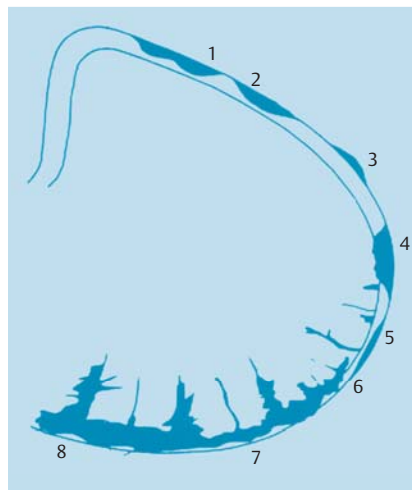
Beispiele für pleurale Verdickungen im CT/HRCT.
